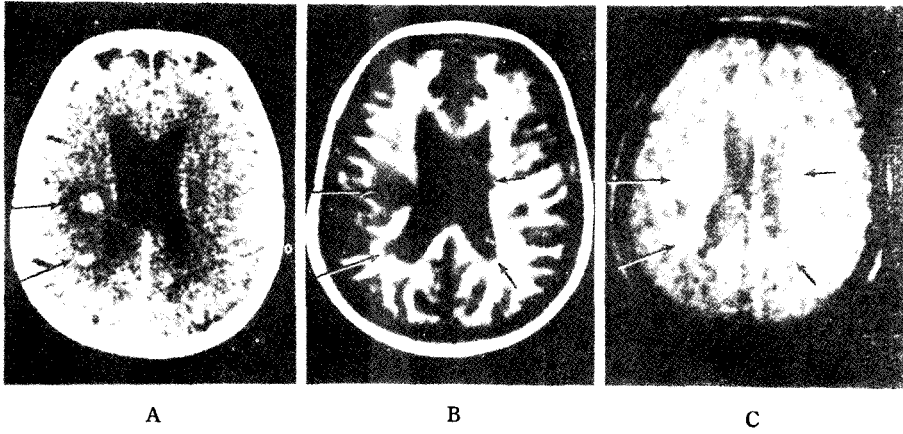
多發性 硬化症 (multiple sclerosis) A. 조영증강 CT, B. IR<sub>1400/400</sub>, C. SE<sub>1080/40</sub>
